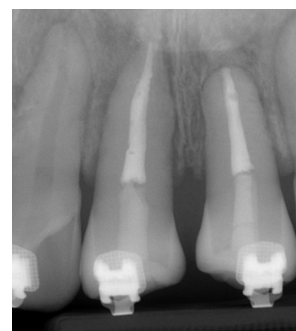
수복 이전 교정적 조정 시행 후 #11, 21 임상 사진 및 방사선 사진
